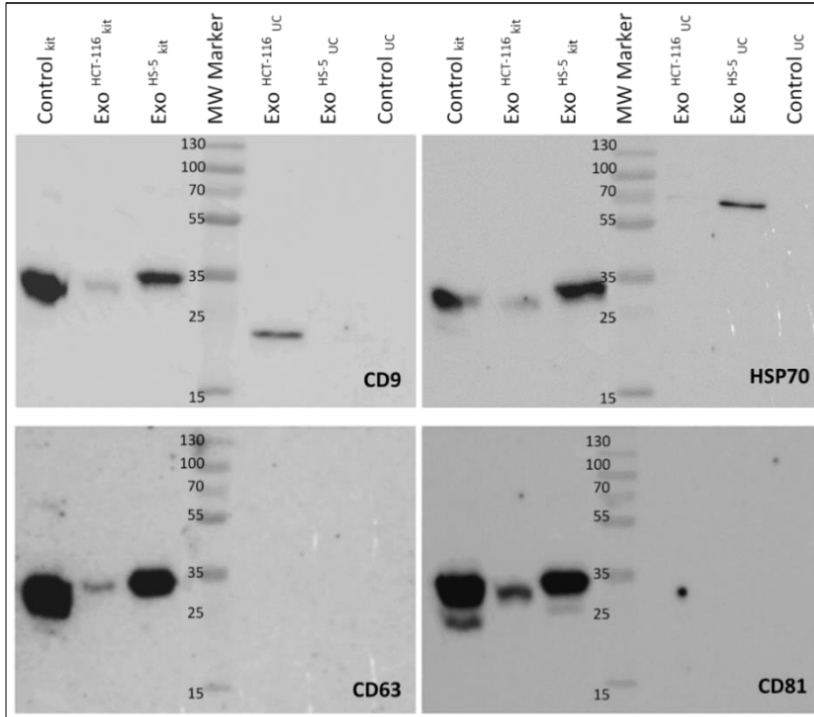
Análisis de transferencia Western para determinar la presencia de marcadores de proteínas exosomales CD9 (28 kDa), HSP70 (50-70 kDa), CD63 (53 kDa) y CD81 (26 kDa). Los exosomas fueron aislados de las muestras del cultivo de HCT-116, del cultivo de HS-5 y del medio de control, mediante dos métodos de aislamiento: kit ExoQuick-TC® ULTRA (Control kit, Exo<sup>HCT-116</sup> kit, Exo<sup>HS-5</sup> kit) o ultracentrifugación (Control UC, Exo<sup>HCT-116</sup> UC, Exo<sup>HS-5</sup> UC).
